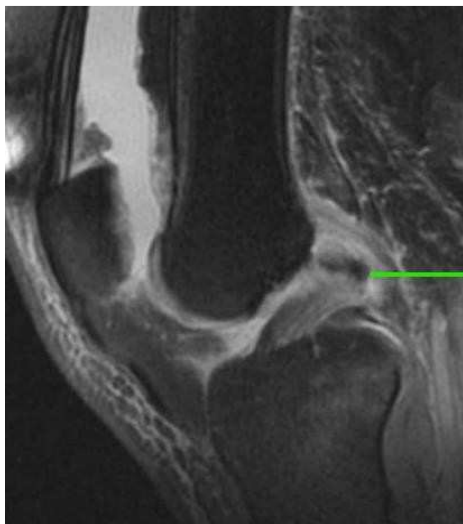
IRM du genou en coupes sagittales montrant la rupture totale du LCA au niveau de son insertion fémorale.
